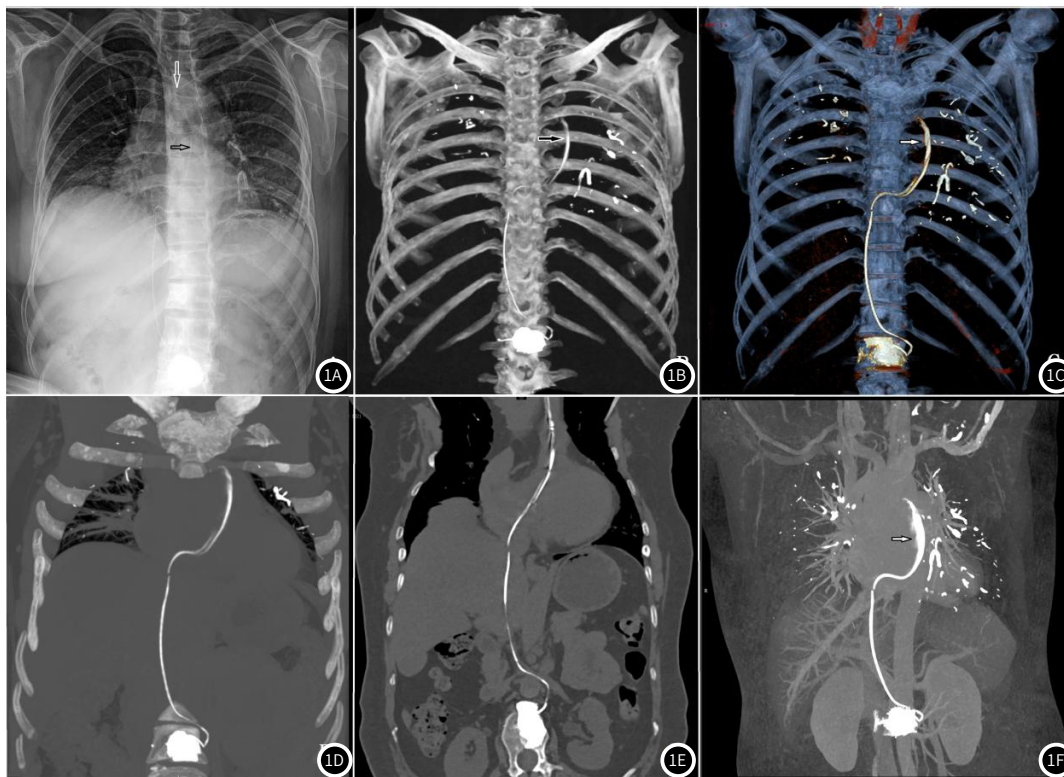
图1A为胸腹部DR平片，腰1椎体右缘、下腔静脉、心影、肺动脉投影区条状高密度影为骨水泥渗漏(空心黑箭)，左侧腋下至上腔静脉投影区PICC管(空心白箭)。图1B~图1F为CT重建图像。图1B为最大密度投影(MIP)，图1C为伪彩图，图1D为厚度为30mm MIP图像，图1E为沿条状骨水泥渗漏进行的曲面成像(CPR)，显示条状骨水泥渗漏的形态及其与腰1椎体、静脉系统、心腔、肺动脉等结构的关系。图1F为门静脉期去骨MIP图像，条状骨水泥渗漏与心血管结构的关系(空心白箭)，双侧肺野内多发铸型高密度影为肺动脉系统内骨水泥栓塞。
